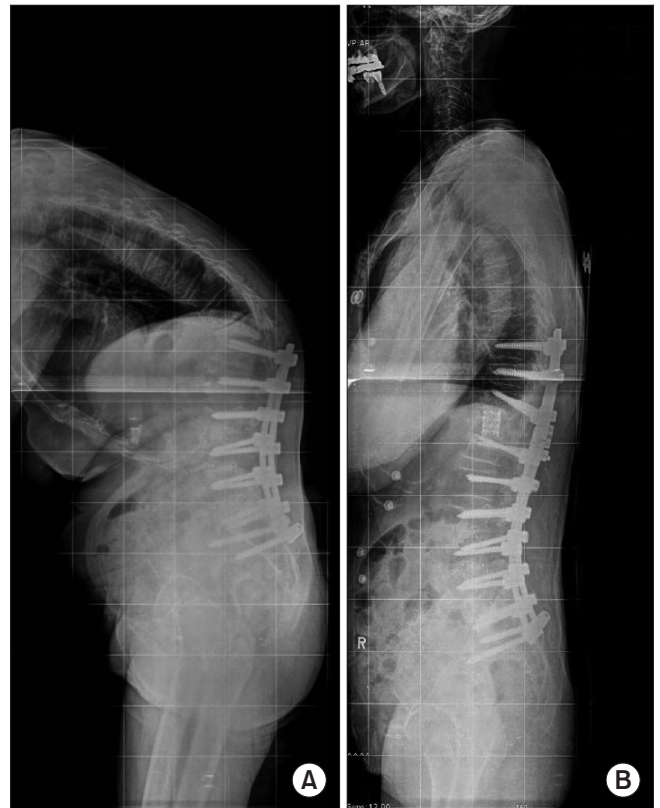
(A) Postoperative simple radiography of an 80-year-old female 8 months after L3-S1 anterior interbody fusion and L1-S1 posterior fixation, presents proximal junction failure and kyphosis. (B) The patient underwent a T12 posterior vertebral column resection and T9-L1 posterior rod extension.
